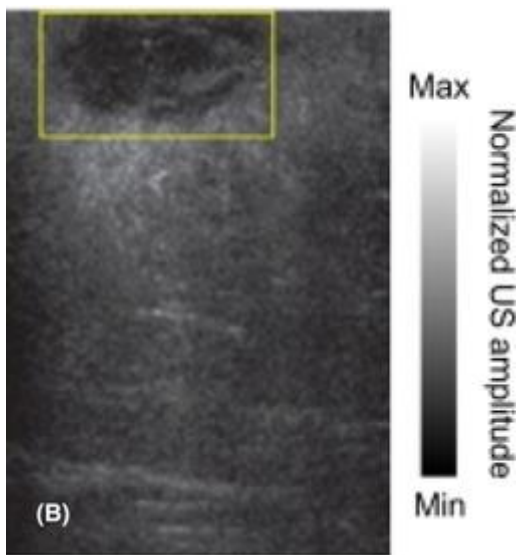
Nell'immagine ultrasonografica viene riportata una raccolta fluida a contenuto disomogeneo, bordi irregolari, che sono suggestivi di una pregressa rottura. La lesione dovrebbe essere attentamente monitorata per escluderne l'evoluzione in fistola. (266)
